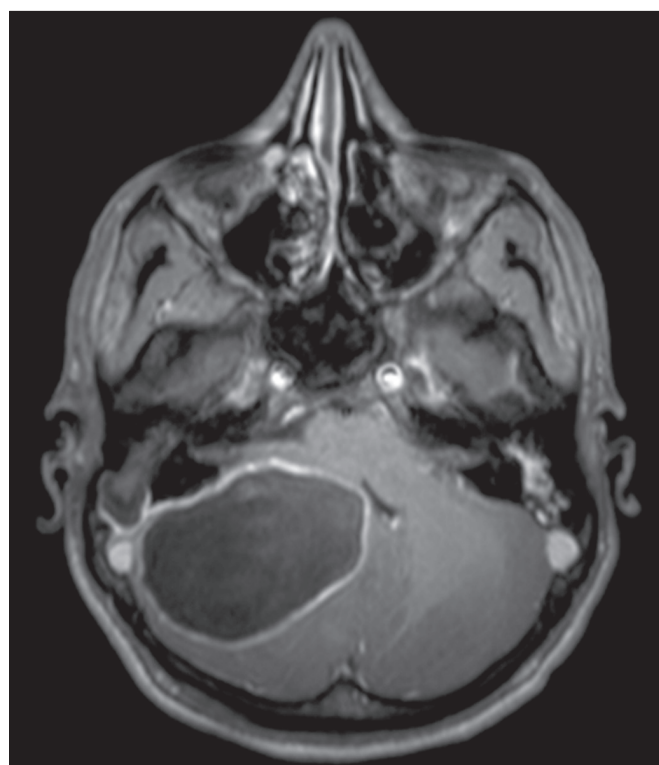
Otomastoidite complicada com abscesso cerebelar. RM, sequência T1 pós-contraste, corte axial demonstrando lesão com realce parietal pelo gadolínio comprometendo cerebelo.
